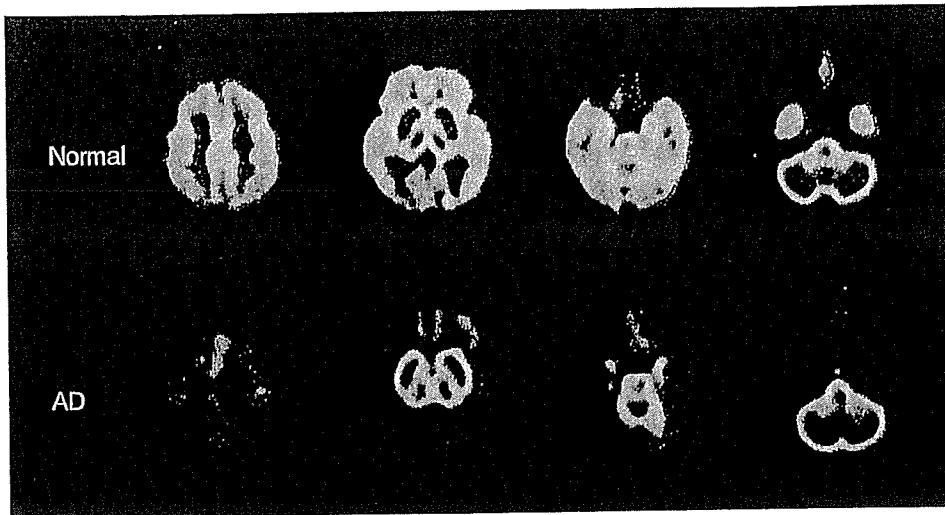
^{11}C -MP4P による健康高齢者および AD 患者の PET 像
